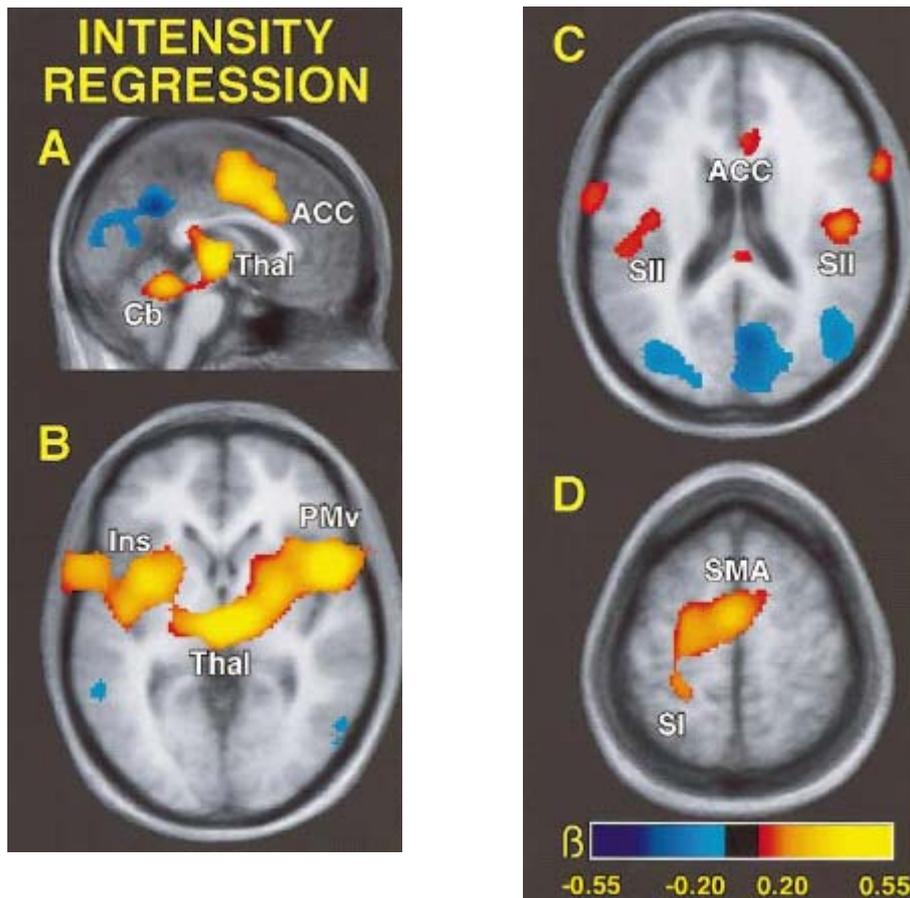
Multiple Regressionsanalyse zeigt Aktivierung von Hirnarealen in signifikanter Abhängigkeit zur Schmerzintensität. Regressionskoeffizienten (β) sind farbkodiert, rote und gelbe Voxel präsentieren eine positive Korrelation zur Intensität, blaue und violette Voxel zeigen eine inverse Korrelation ($p < 0,001$). Funktionelle MRT-Daten, nach schmerzhaftem Stimulus am rechten Arm. ACC: anterior cingulate Cortex, Thal: Thalamus, Cb: Cerebellum, Ins: Insula, PMv: ventral prämotor Cortex, SII: Sekundärer somatosensorischer Cortex, SI: primärer somatosensorischer Cortex, SMA: supplementäre Motor Area. Aus: COGHILL et al., 1999.
